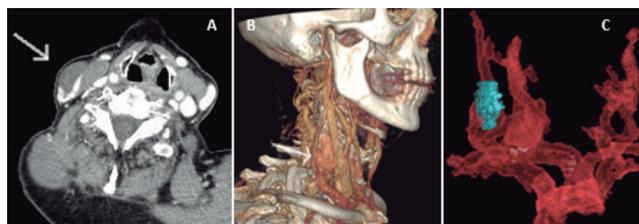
A-B: angiotomografía computarizada de troncos supraaórticos mostrando imagen sacular en relación con VYE (flecha). C: reconstrucción volumétrica.
